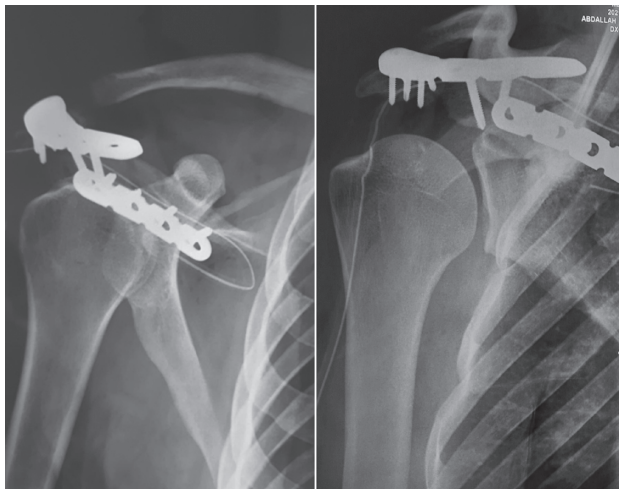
Immediate post-operative right shoulder x-rays.
